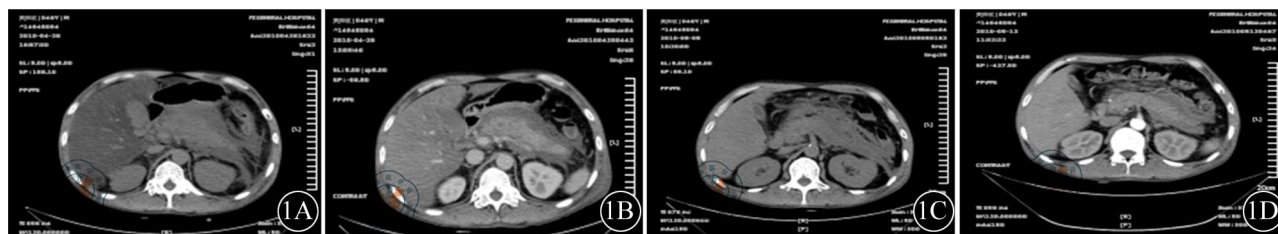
静脉注射MSCs治疗疗效观察。1A: 第1天, 可见胰腺及周围组织大量水肿坏死, 边界模糊不清, 肝实质平均CT值为22.72 HU; 1B: 第4天, 可见胰腺及周围组织水肿较前好转, 肝实质平均CT值为39.29 HU; 1C: 第10天, 可见胰腺及周围水肿组织较前好转, 边界更加清楚, 肝实质平均CT值80.76 HU; 1D: 第14天, 可见胰腺及周围组织水肿基本消退, 肝实质平均CT值91.31 HU
